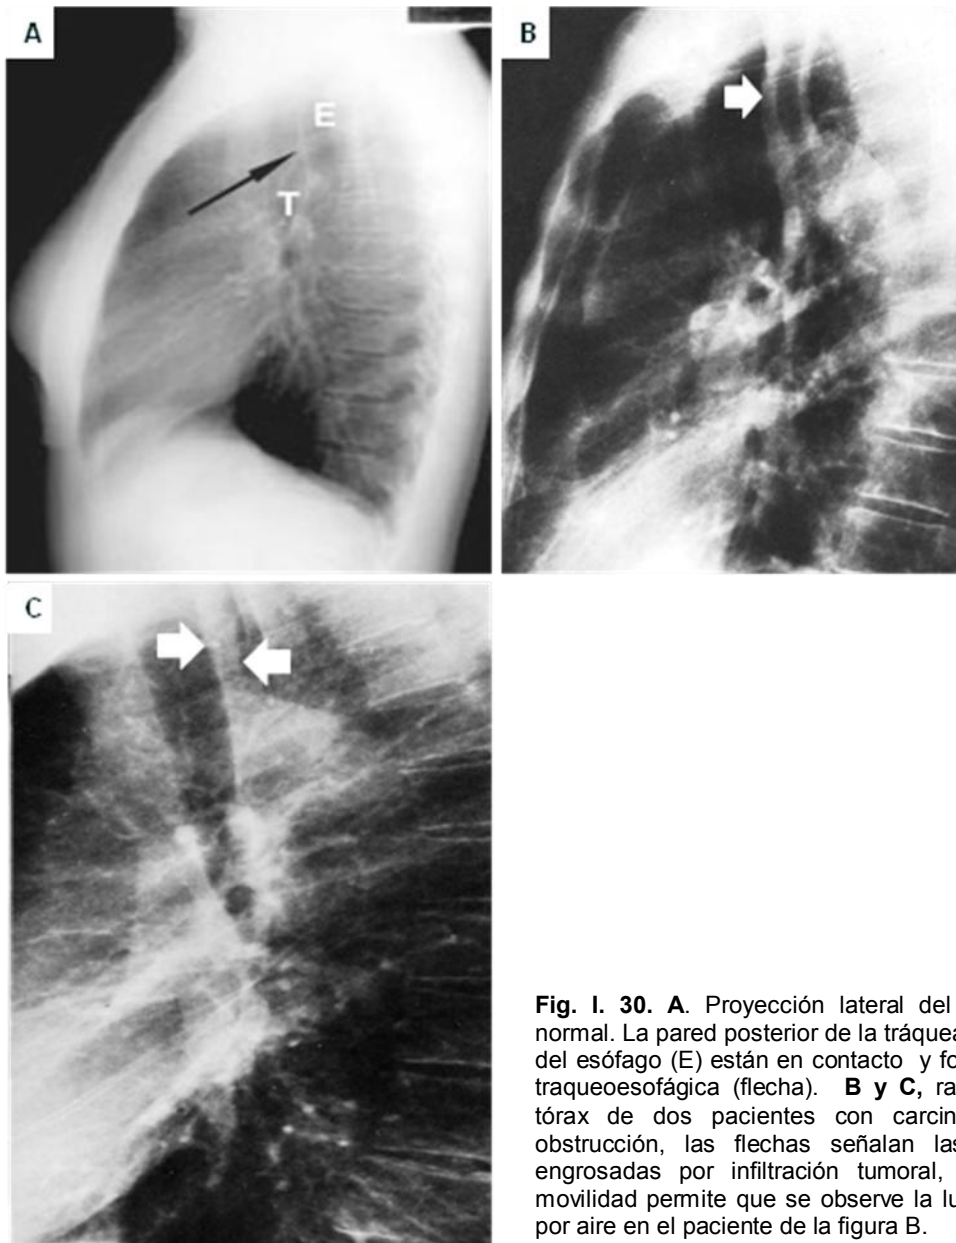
30. A. Proyección lateral del tórax de un paciente normal. La pared posterior de la tráquea (T) y la pared anterior del esófago (E) están en contacto y forman la línea o cuerda traqueoesofágica (flecha). B y C, radiografías laterales de tórax de dos pacientes con carcinoma de esófago sin obstrucción, las flechas señalan las paredes esofágicas engrosadas por infiltración tumoral, la disminución de la movilidad permite que se observe la luz esofágica distendida por aire en el paciente de la figura B.
